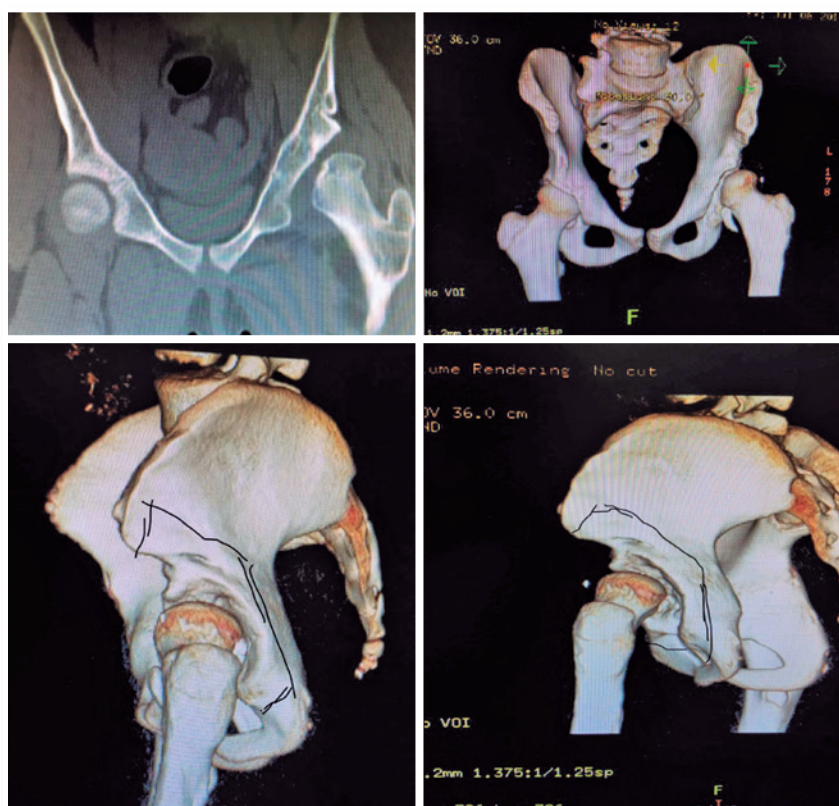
Tomografia com reconstrução 3D pré-operatório evidenciando displasia residual quadril esquerdo
